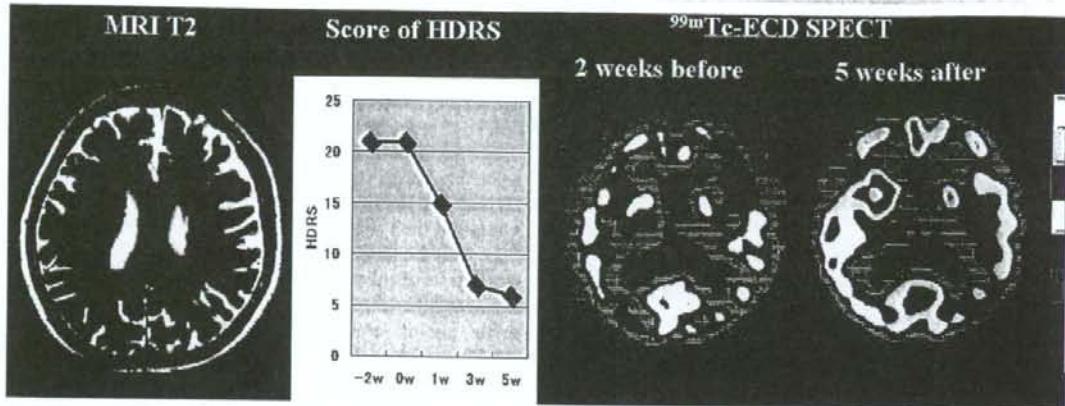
This case showed broad deep white matter hyperintensities on the T₂-weighted brain MRIs. The HDRS score cerebral blood flow as shown by ^{99m}Tc-ECD SPECT, improved after cilostazol administration.
